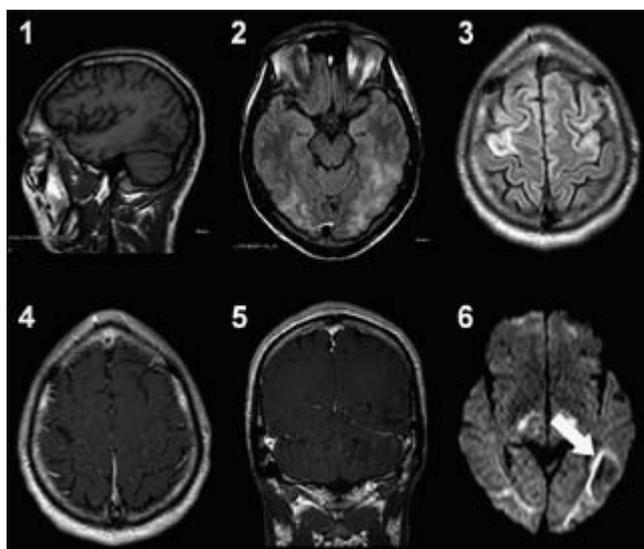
Resonancia magnética que muestra una imagen corticosubcortical bilateral hiperintensa en secuencias FLAIR e hipointensa en secuencias turbo spin-echo (T1 SE), con difusión aumentada (flecha), compatible con leucoencefalopatía multifocal progresiva. 1: T1 SE; 2 y 3: FLAIR; 4 y 5: T1 MTC + Gd; 6: DWI b = 2.500.
